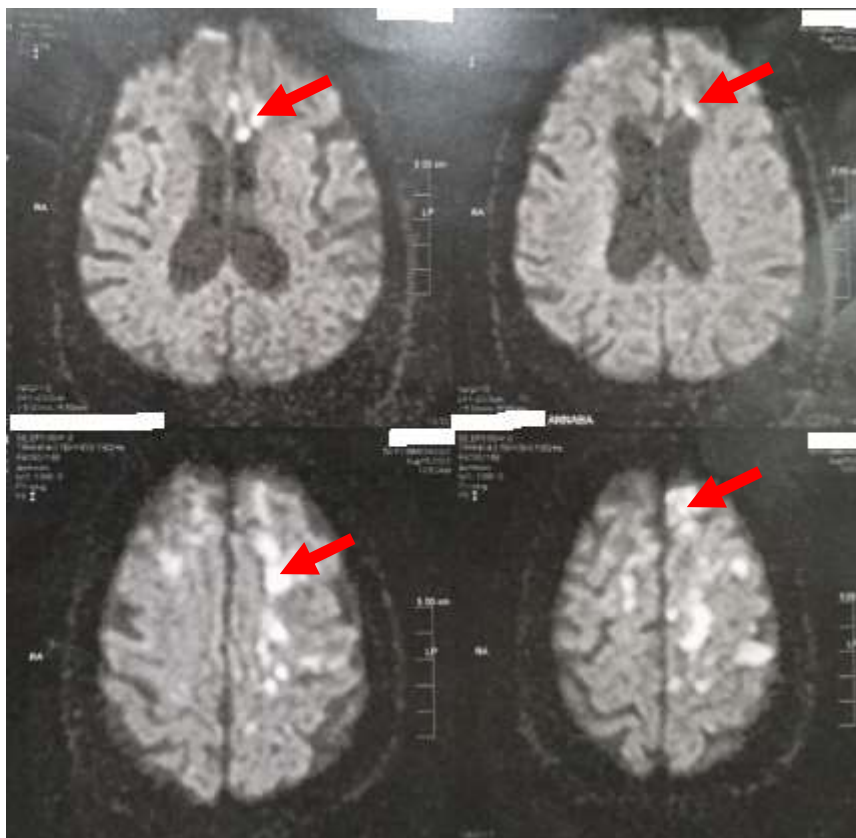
IRM cérébrale objectivant des lésions ischémiques en hypersignal T2, Flair et diffusion avec un ADC réduit de la région frontale gauche et de la jonction pariéto-occipitale homolatérale, avec des lésions de même aspect en frontal controlatéral. Notez des stigmates de transformation hémorragique en frontal gauche. (S.R, âgée de 53 ans)
